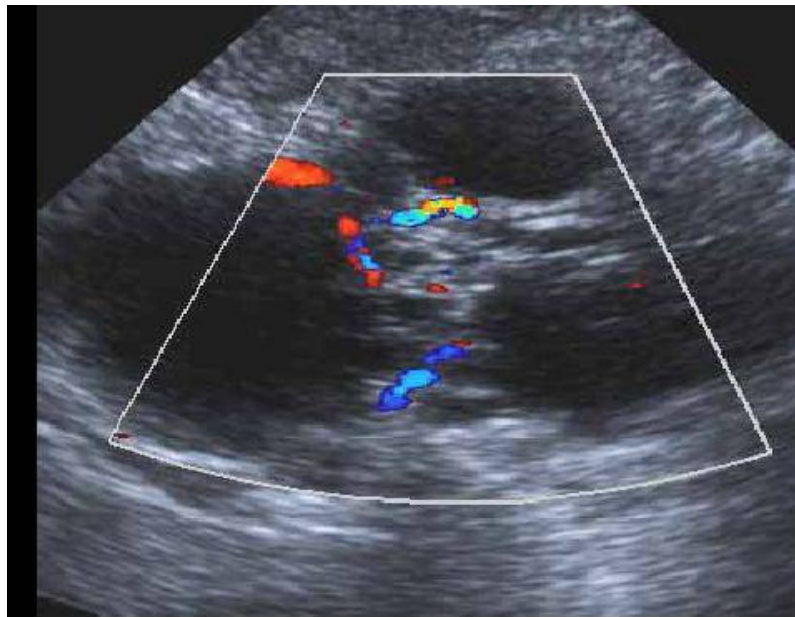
Echo doppler montrant une lésion hypoéchogène arrondie faite de multiples petits kystes.
